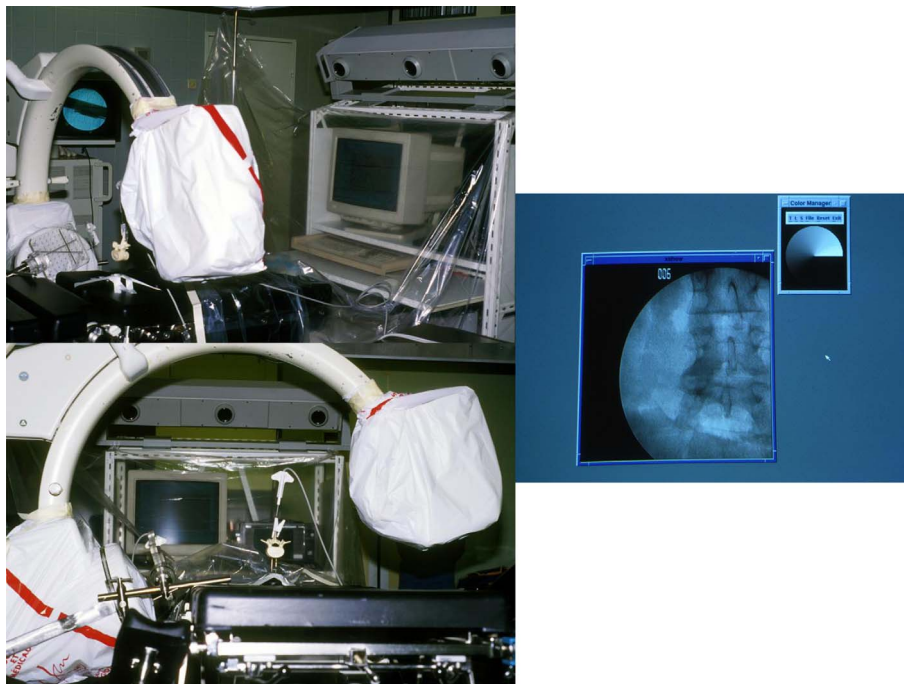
Manipulation expérimentale (1994) pour la réalisation d'un recalage 3D [sur TDM préopératoire] / 2D [avec fluoroscopie intra-opératoire] (document TIMC/Orthopédie).
